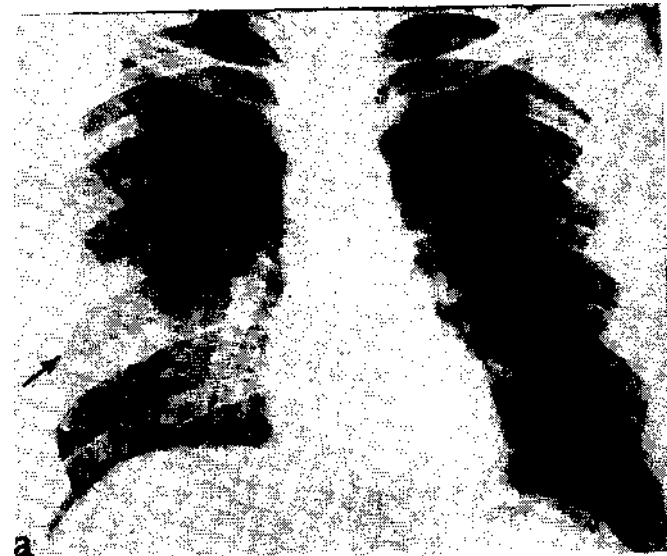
Рентгенограмма больного М.
